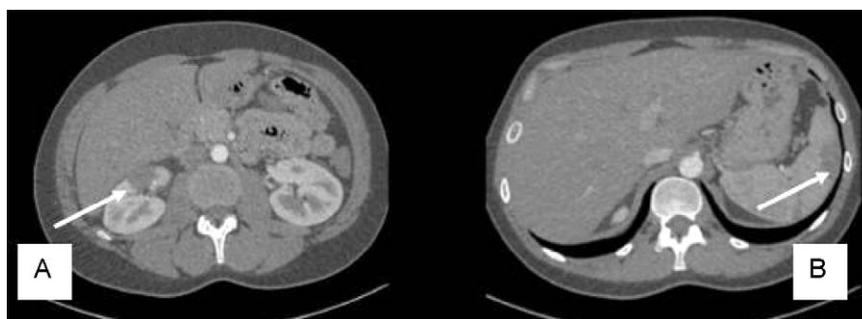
TDM abdominale réalisée à l'admission du patient. Infarctus rénal (A) et splénique (B).
